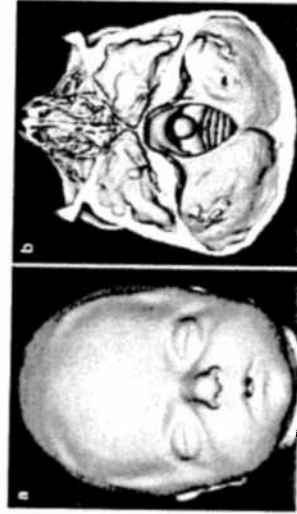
CT-scan van een synostotische brachycefalie (uit Blaser 2008)
